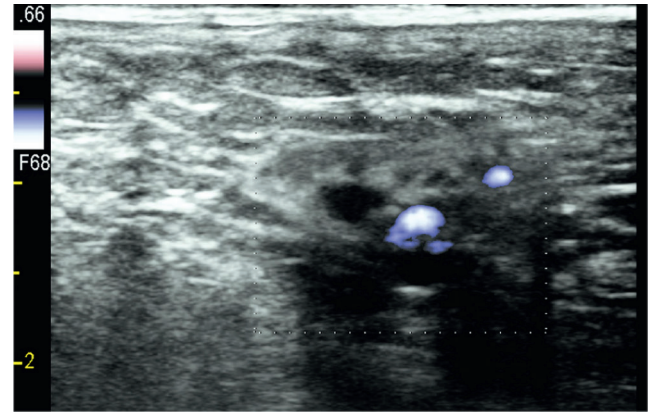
Cordon spermatique, orifice inguinal externe. Aspect échographique normal, continence.
